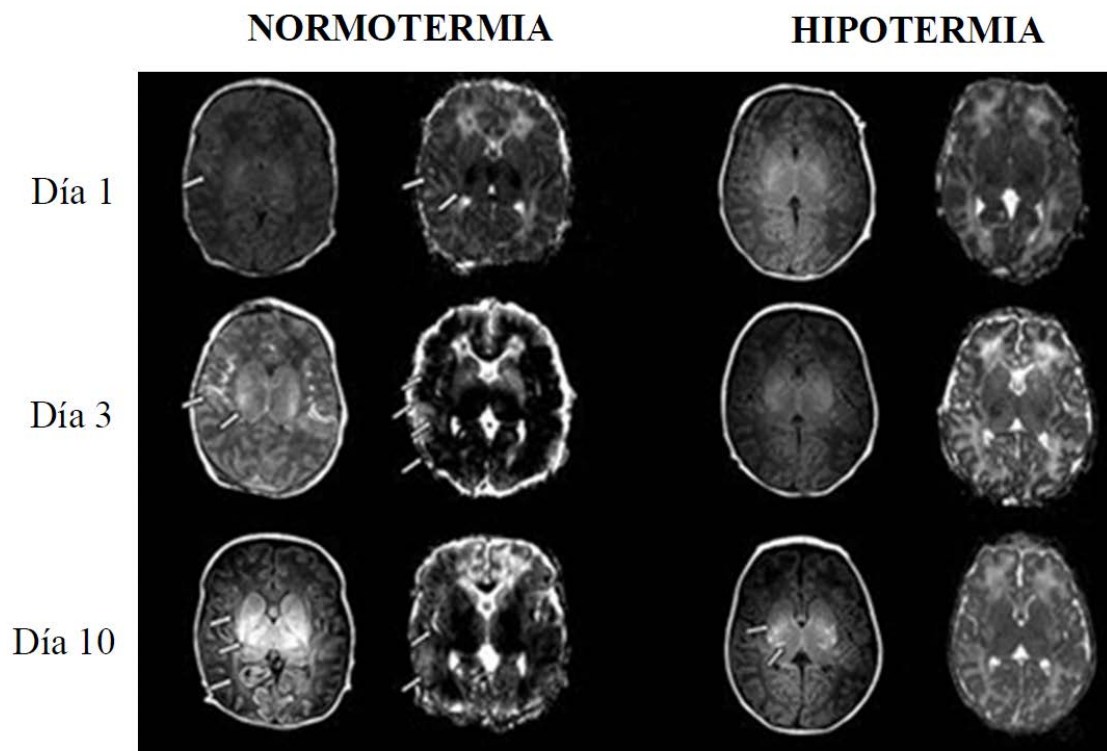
Progresión del daño neurológico en RM convencional y en difusión en los días 1, 3 y 10 en pacientes con EHI en normotermia y tratados con hipotermia.
